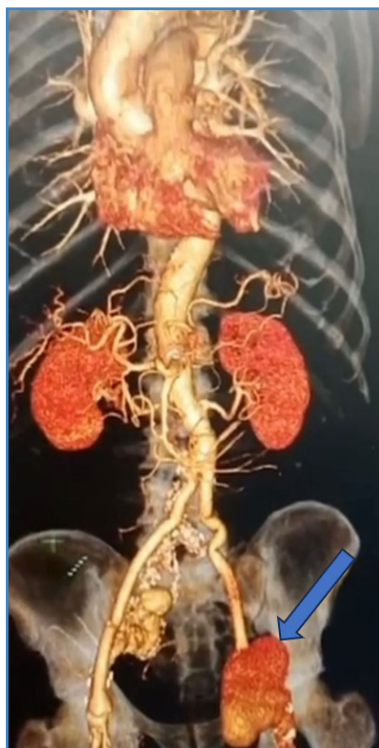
Reconstrucción en 3D. Angiotomografía con pseudoaneurisma gigante de anastomosis izquierda a ilíaca externa izquierda roto contenido por la piel con signos de isquemia dérmica y alto riesgo de ruptura (flecha azul).
